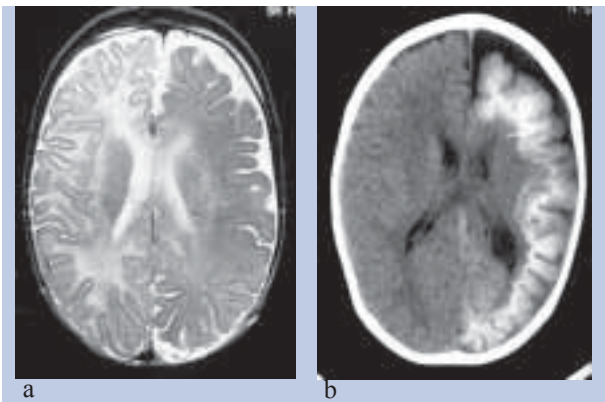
Hipossinal T2 subcortical. Doente do sexo masculino com 13 anos de idade sem nevus flammeus facial esquerdo, com epilepsia desde os 2 meses de idade e grave atraso do desenvolvimento psico-motor e hemiparesia direita. (a) RM seqüência T2 FSE em plano axial, realizada aos 5 meses: Hipossinal subcortical difuso cerebral esquerdo, comparativamente ao hemisfério cerebral direito normal. (b). TC em plano axial, realizada aos 10 meses: intensa calcificação subcortical. (cortesia de Teresa Temudo)
